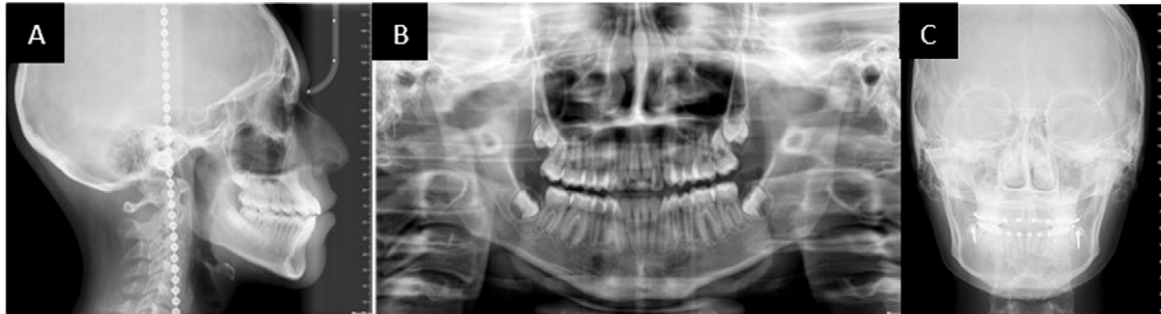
Estudios de imagen. A. Lateral de cráneo. B. Ortopantomografía. C. Radiografía postero anterior.
